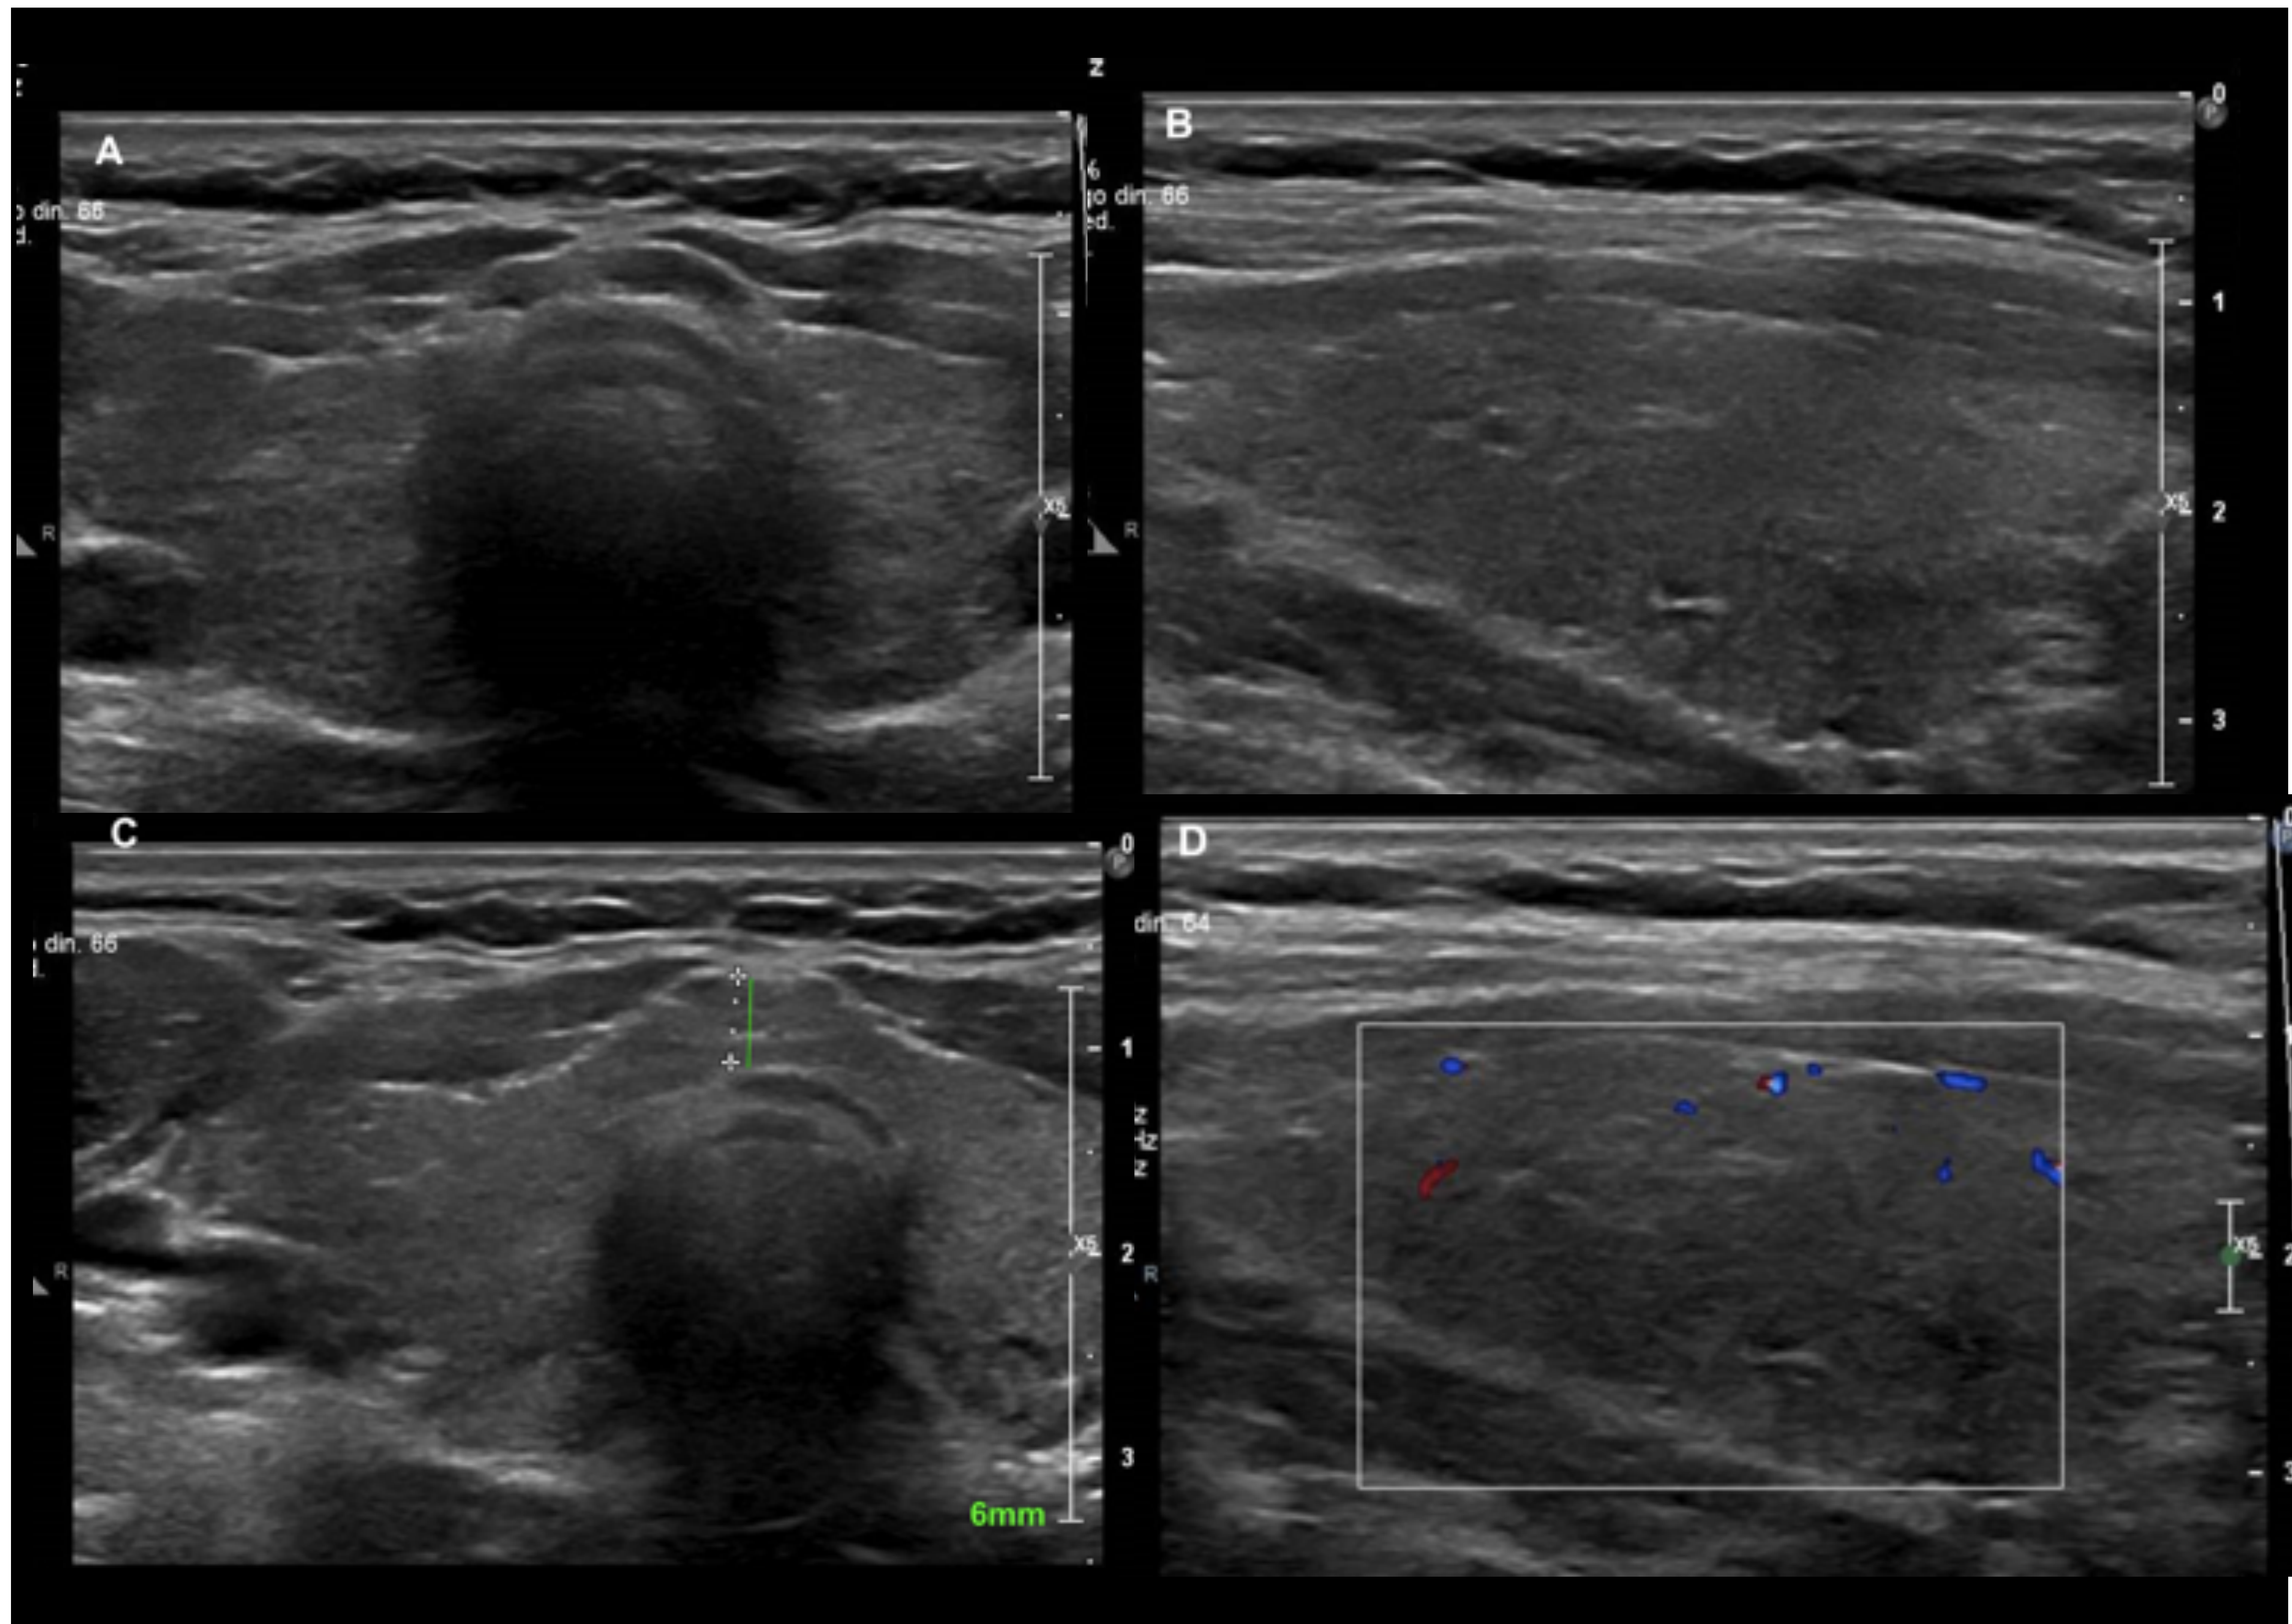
Tiroiditis de Hashimoto. Patrón hipocogénico difuso. Ecografía de tiroides en modo b plano axial (A,C) y longitudinal y en modo doppler color (D). Se observa tiroides aumentado de tamaño con ecogenicidad marcadamente disminuida de forma difusa y sin presencia de nódulos (A,B,C). Vascularización disminuida (D). Estos hallazgos son indicativos de tiroiditis de Hashimoto sin signos de actividad en paciente con clínica-analítica concordante.
